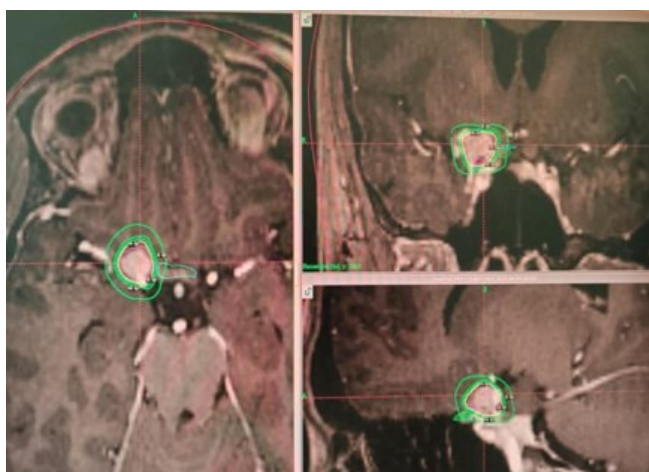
и 8. Серии магнитнорезонансных томограмм в аксиальной проекции с контрастированием – этап планирования радиохирургического лечения
